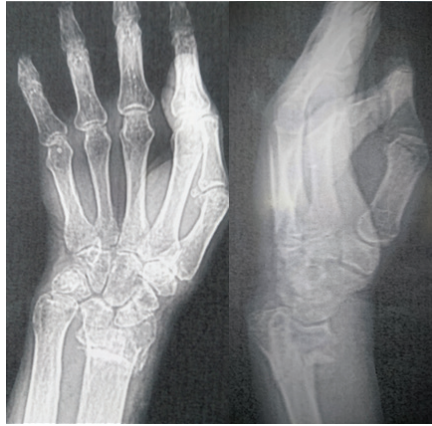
Рентгенограммы пациента П., 74 лет при поступлении
